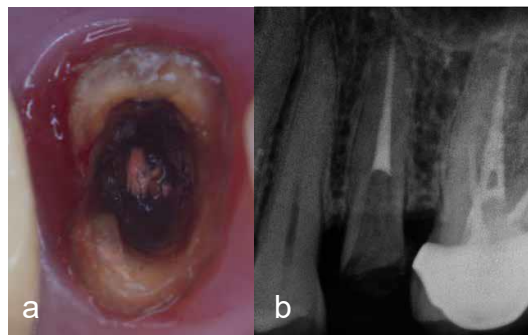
a) Situación inicial del diente, b) Radiografía inicial, se observan la amplitud del conducto.
